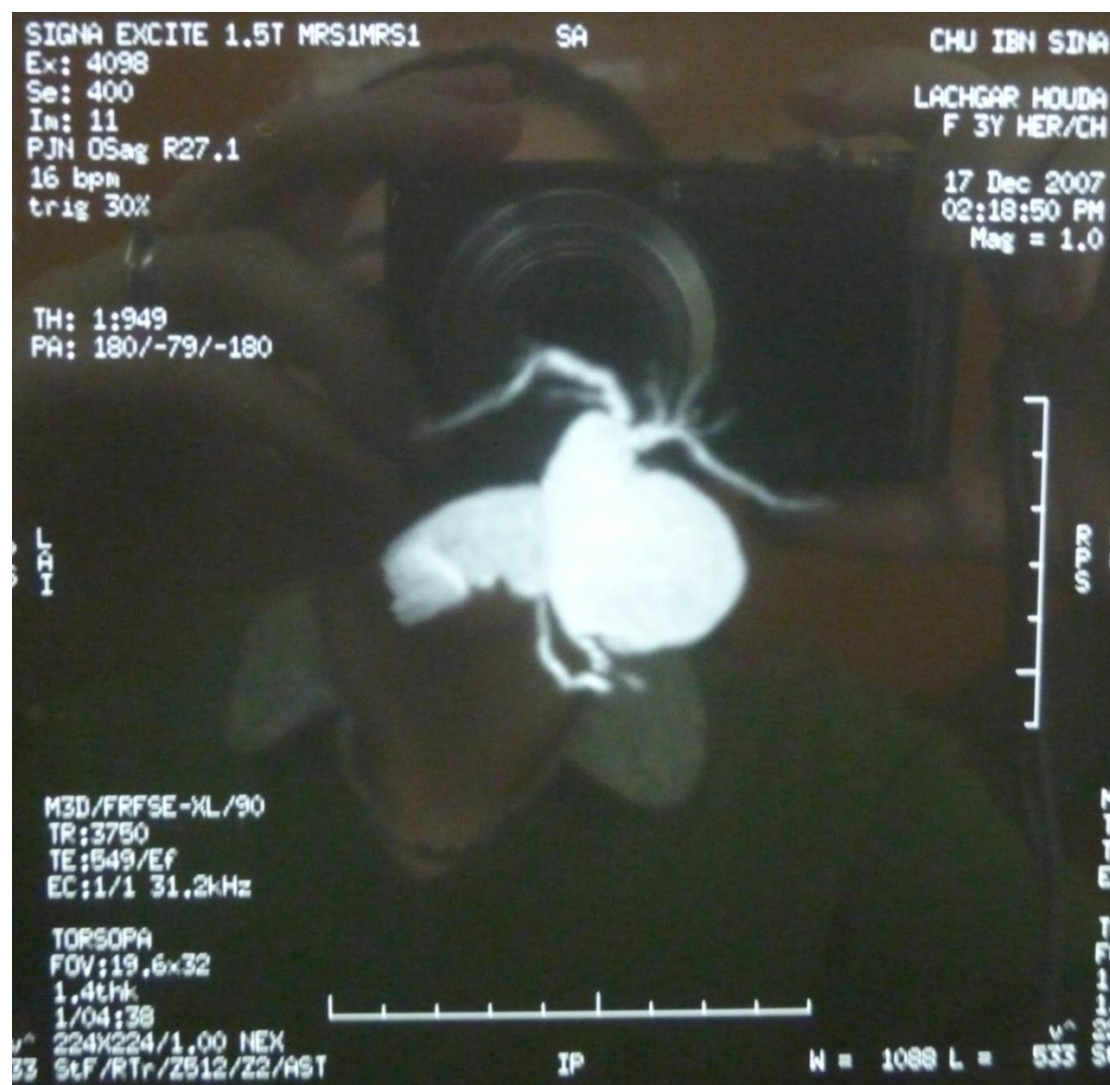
Image d'IRM montrant une DKC type 2.
